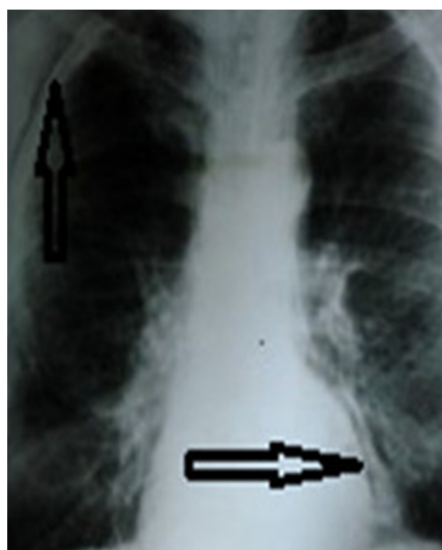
Radiografía de tórax posteroanterior. Se observa gas libre en el mediastino.
